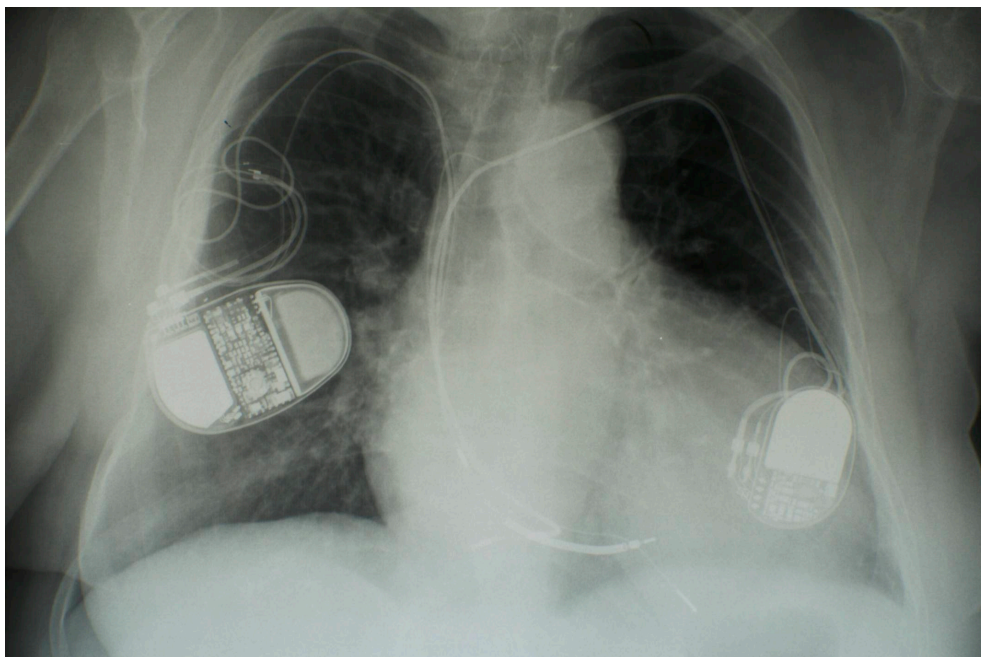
radiographie thoracique à J10, réalisée devant l'apparition d'une dyspnée au moindre effort, révélant un épanchement péricardique circonférentiel, avec aspect de cœur « en carafe ». Cette patiente a bénéficié d'une extraction de sondes avec drainage péricardique dans le même temps sans complication
